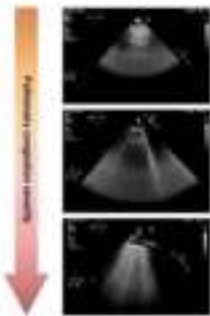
Lung ultrasound via the R chest zone method.
